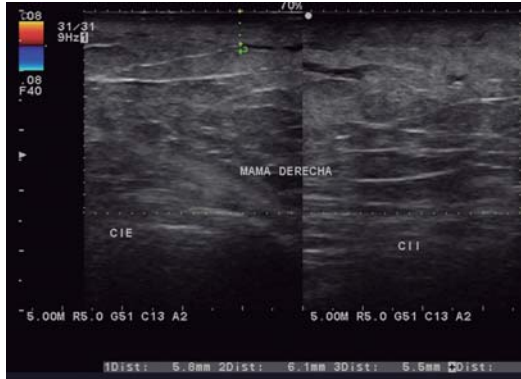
Ultrasonido mamario en el que se observa aumento en el grosor de la piel de la mama derecha que se acompaña también de engrosamiento trabecular.
